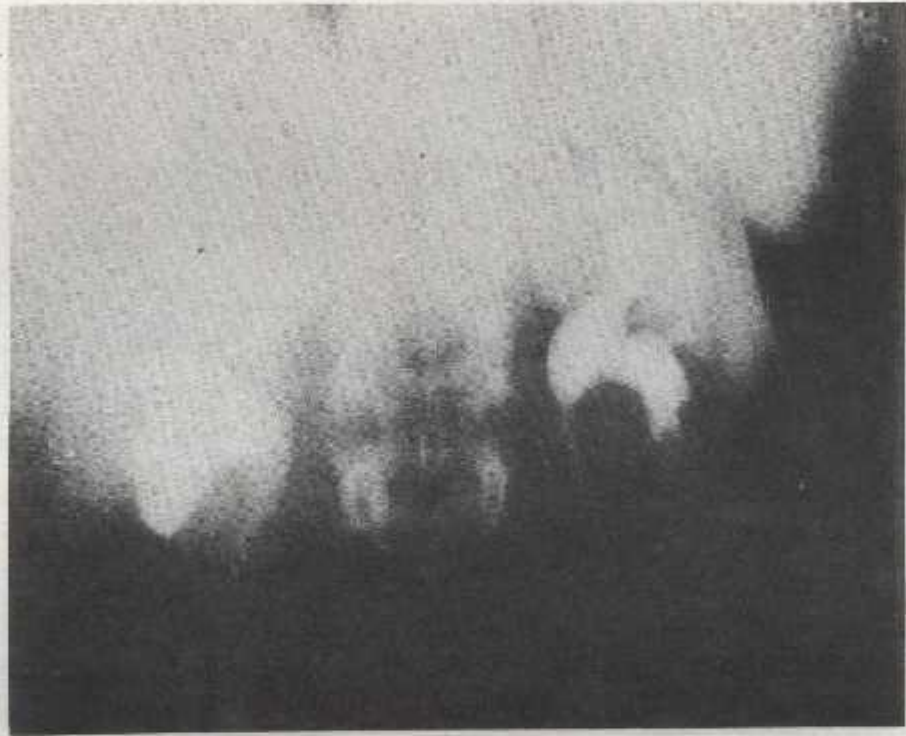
ASPECT DE "TROP BELLE IMAGE" A GAUCHE
